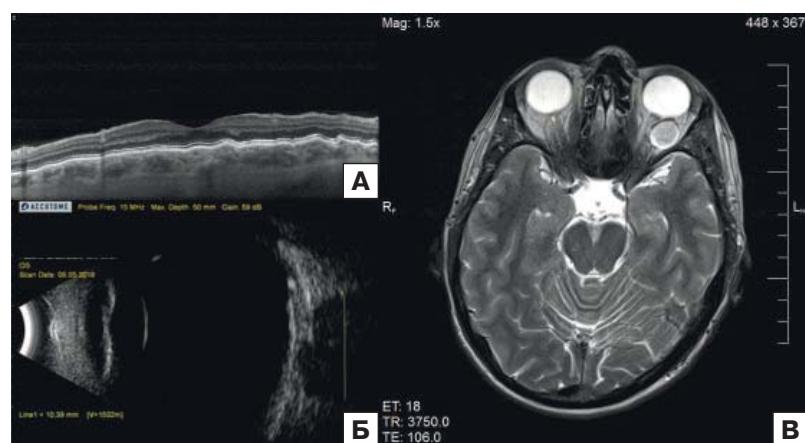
Мультимодальная визуализация структур левого глаза и орбиты пациентки с хориоретинальными складками: А — волнистая деформация контура хориоидии и сетчатки по результатам оптической когерентной томографии; Б — расширение подоболочечного пространства зрительного нерва по данным ультразвукового В-сканирования; В — новообразование левой орбиты, компримирующее глазное яблоко, по данным МРТ.
